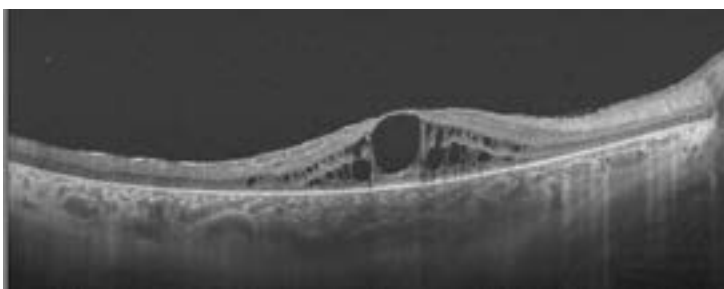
Tomografía de coherencia óptica de un paciente con síndrome de Usher tipo 1 y edema macular quístico. Además, se observa el adelgazamiento retiniano con desestructuración de las capas más externas de la retina.
